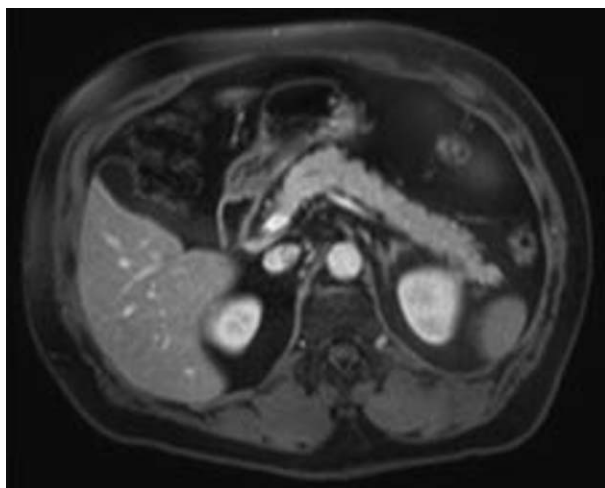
IRM pancréatique.
